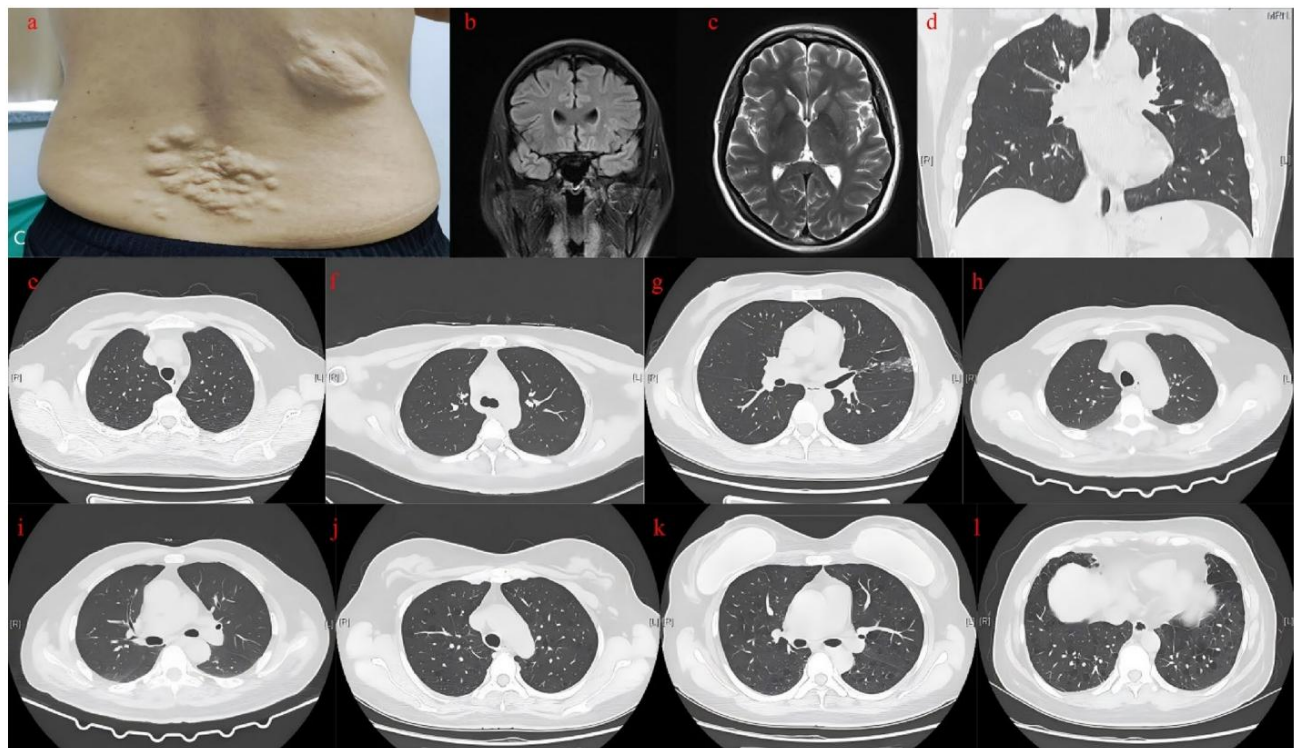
a. Manchas de cuero de tiburón en la parte posterior del tronco del probando. b, c. La resonancia magnética cerebral reveló una ligera hiperintensidad en las secuencias T1 y T2 en el lóbulo frontal izquierdo, junto con una señal T2-FLAIR ligeramente elevada. Estos hallazgos fueron sugestivos de una lesión desmielinizante o un foco isquémico. dg. La tomografía computarizada de tórax de la ventana pulmonar del probando mostró múltiples nódulos en vidrio deslustrado distribuidos en ambos pulmones, con un tamaño que variaba de 0,2 a 0,5 cm. Además, se observó una sombra de densidad mixta en vidrio deslustrado en el lóbulo superior del pulmón izquierdo, con el bronquio correspondiente apareciendo truncado. h, i. La tomografía computarizada de tórax del padre del probando mostró estructuras pulmonares normales sin nódulos ni lesiones en los sacos aéreos identificados. jl. La tomografía computarizada de tórax del primo del probando reveló sacos aéreos distribuidos uniformemente de tamaños variables en ambos pulmones.
